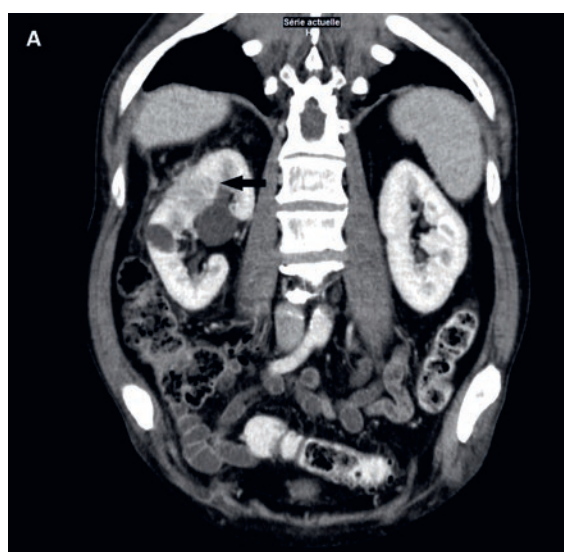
A) CT thoraco-abdominale (reconstruction coronale oblique au temps veineux) montrant une masse du pôle rénal supérieur droit (flèche). B) CT thoraco-abdominale (coupe axiale) avec la flèche indiquant la masse du pôle rénal supérieur droit.
